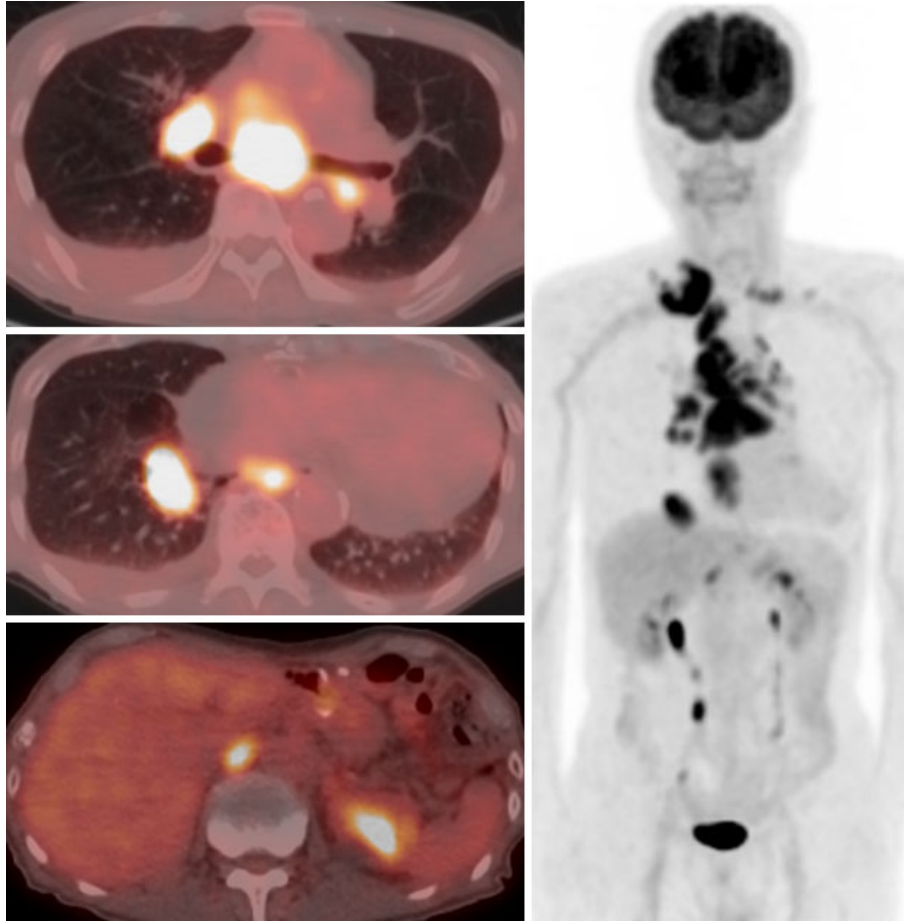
PET-CT demonstrating a high FDG uptake in the primary tumor and multiple lymph nodes, including the right hilar, bilateral mediastinal, bilateral supraclavicular fossa, fontanelle, and para-aortic lymph nodes.
